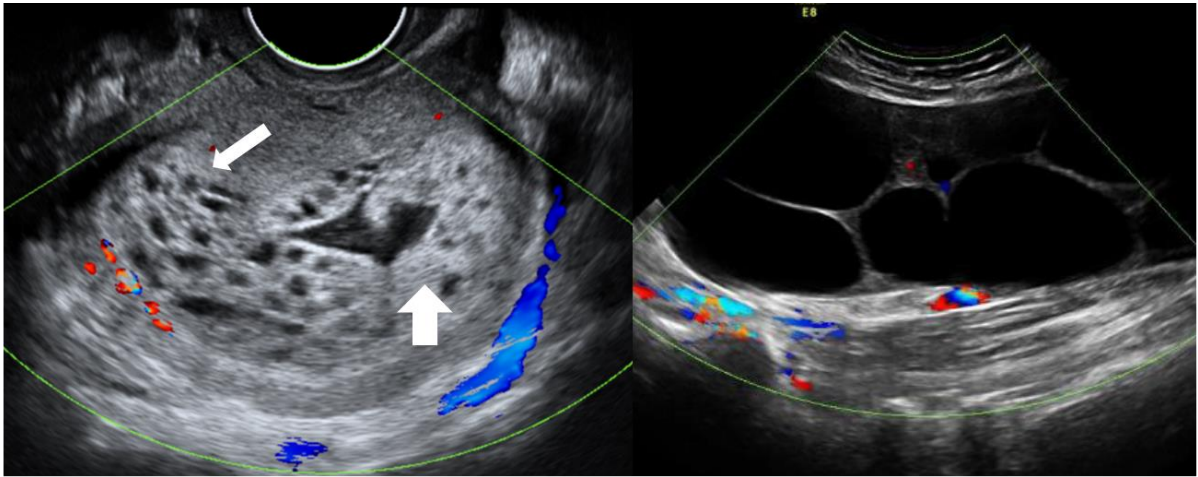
MHC en mujer 25 años cursando embarazo 8.2 semanas, valor inicial de hCG- β de 145.550 mUI/mL. A) útero aumentado de tamaño, masa heterogénea en “copos nieve” (flecha gruesa) e imágenes quísticas en “racimo de uvas” (flecha delgada) B) quistes tecaluteínicos bilaterales que miden de 19x6 cm y 15x6 cm. Servicio de Ultrasonografía INPer.
